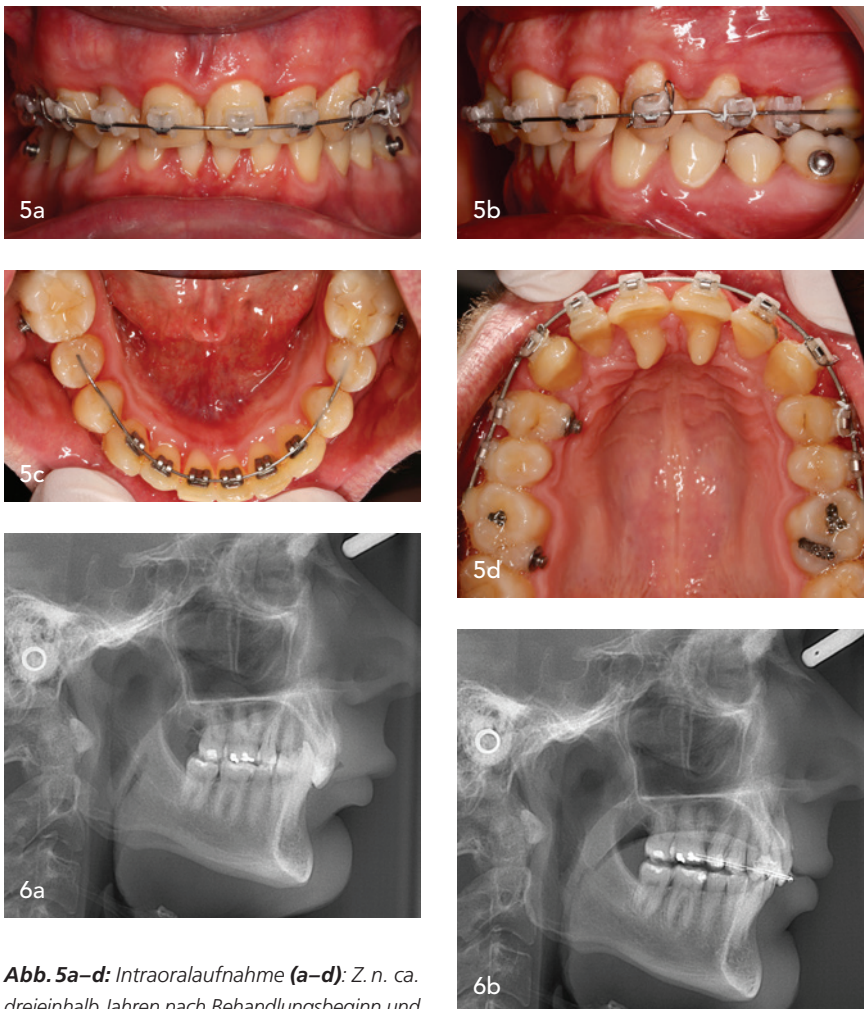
Intraoralaufnahme (a–d): Z. n. ca. dreieinhalb Jahren nach Behandlungsbeginn und etwa ein halbes Jahr vor Entfernung der Multi-bracketapparatur im Unterkiefer, im Oberkiefer wurden die frontalen Aufbisse wiederholt erhöht, gut sichtbar ist hier die subgingivale Lage bzw. die Umschließung der Basis der Kompositaufbisse auf der Palatinalfläche 11/21 von Gingiva (d), welche zu Behandlungsbeginn durch die traumatische Okklusion der Unterkieferfrontzähne noch frei lag. – Abb. 6a+b: Ausschnitt Fernröntgen-seitenbild: Ausgangssituation 2017 (a) und unmittelbar vor Multibracketapparaturentfernung (b), gut zu erkennen ist die Aufhebung der distalen Zwangsbisslage des Unterkiefers mit knapp einer Prämolarenbreite im Bereich der Sechsjähr-Molaren sowie eine deutliche Profilveränderung im unteren Gesichtsdrittel mit Reduktion der Submentalfalte durch die Auflösung des tiefen Bisses.
